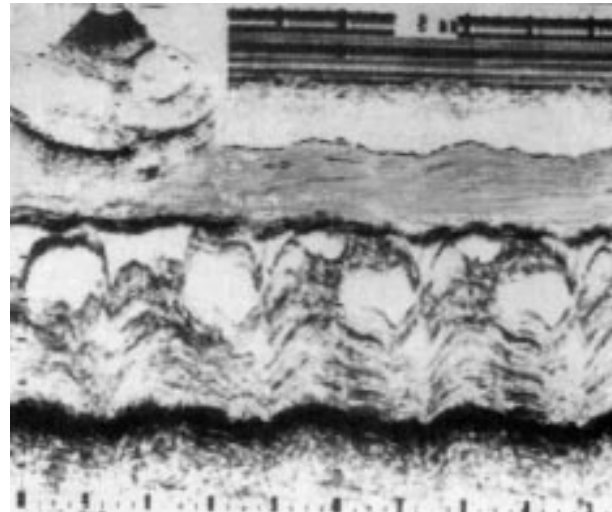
Ecocardiograma pré-operatório: movimento anterior sistólico da valva mitral e assimetria de septo e parede.
